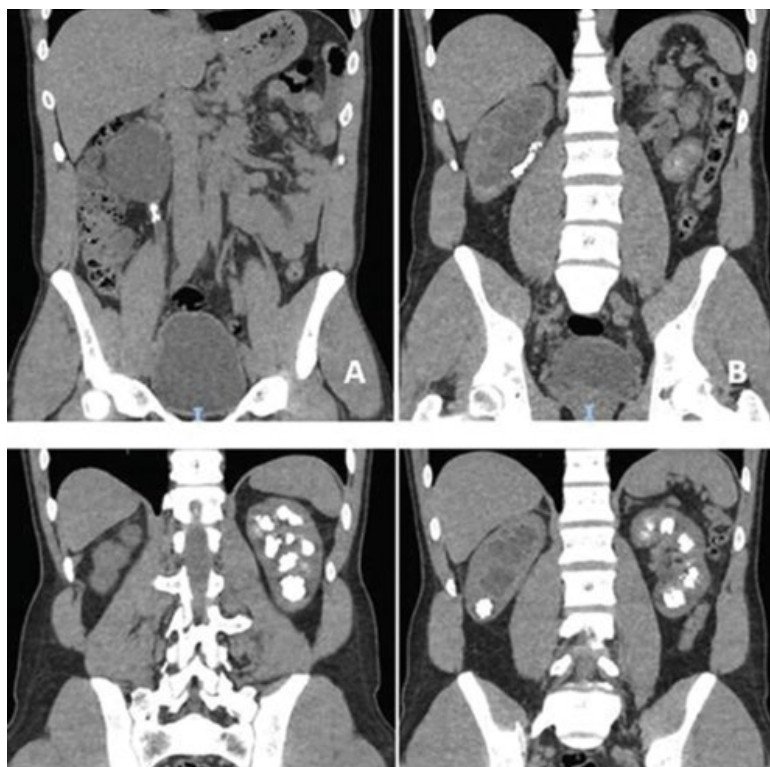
Коронарные срезы компьютерной томографии. На рисунке А показаны камни проксимального отдела правого мочеточника с гидронефрозом IV степени. На рисунке В камни аккумулируются в лоханке правой почки. Изображения С и D показывают отложения кальция в пирамидах обеих почек.
